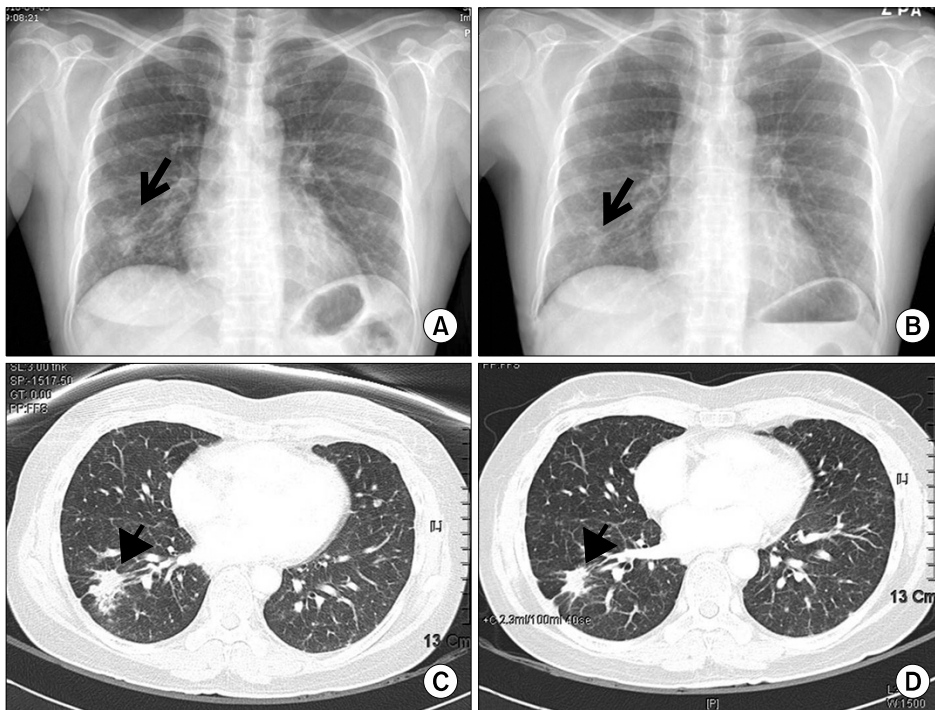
(A) Chest radiograph and (C) computed tomography (CT) of chest in Apr 2010 showed that a mass [an arrow (A) and an arrowhead (C)] in right lower lobes. (B) Chest radiograph and (D) CT of chest in Jul 2010 showed that the mass [an arrow (B) and an arrowhead (D)] was decreased after gefitinib treatment.
